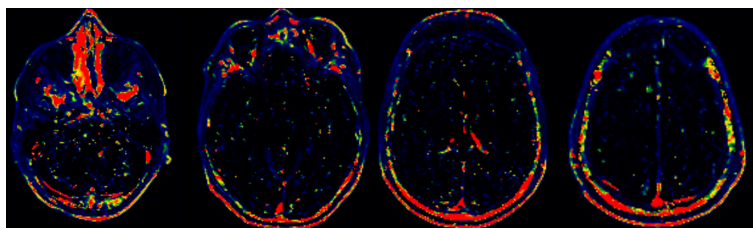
5 – Exemple de cartographies de Ktrans visualisées sur MRI-cron, en contraste actc. En noir-bleu les valeurs sont faibles, en vert-jaune modérées, et orange-rouge élevées
